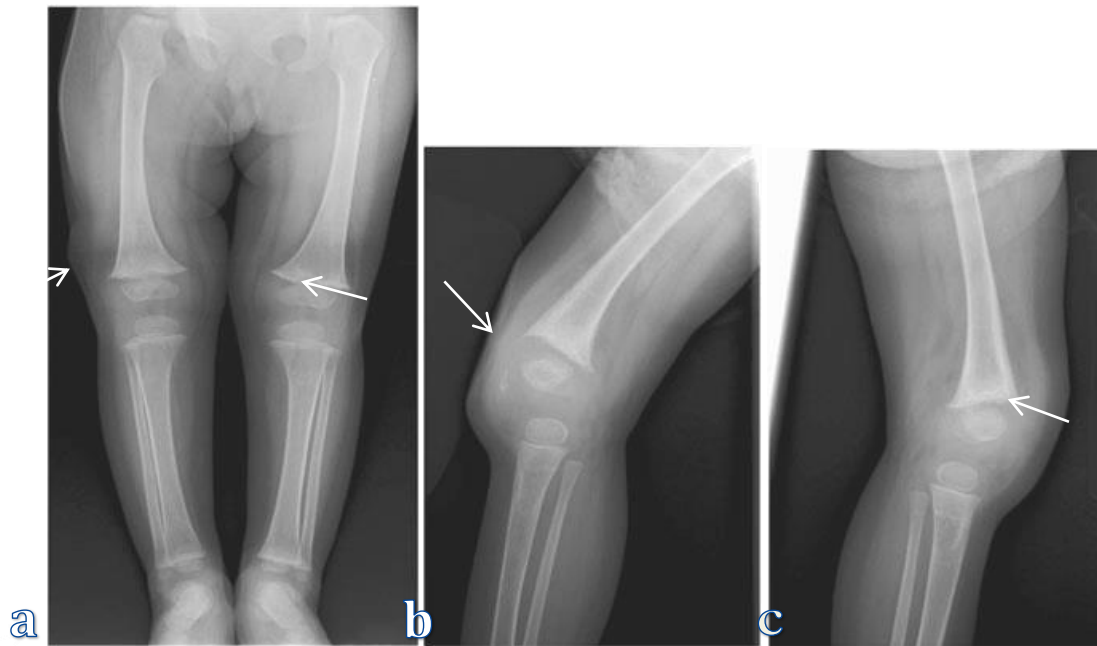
Radiographie d'une fille de 2 ans atteinte de CINCA
